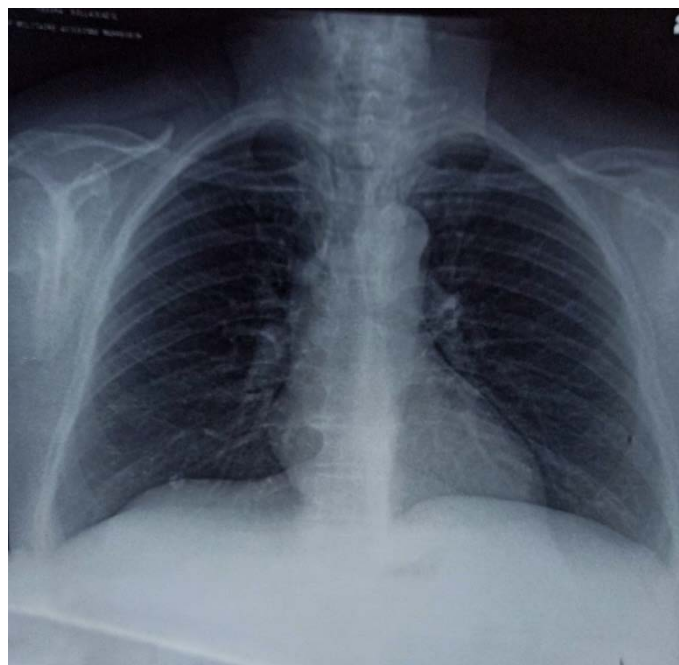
Radiographie thoracique de face : opacité cervicale avec déviation trachéale droite.
